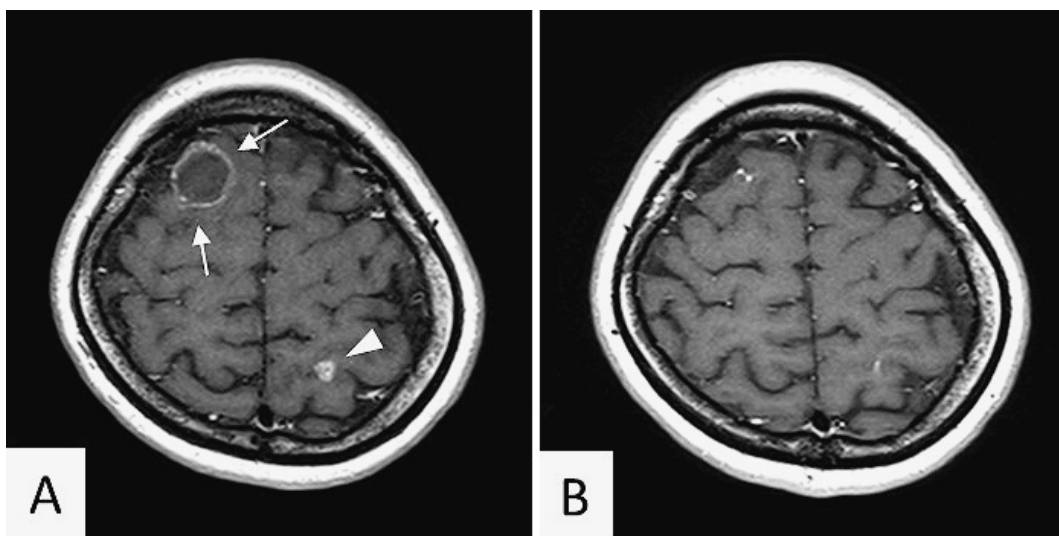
(A) Brain MRI showing multiple metastatic brain tumors at 7 months after crizotinib treatment (September 2013). (B) Brain MRI performed on admission (November 2014) showed a reduction in the metastatic brain tumors after radiosurgery for multiple lesions.
